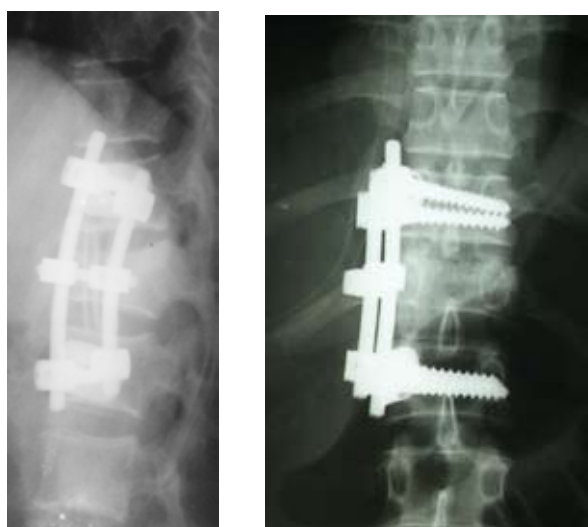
Рентгенограммы позвоночника того же больного после операции
